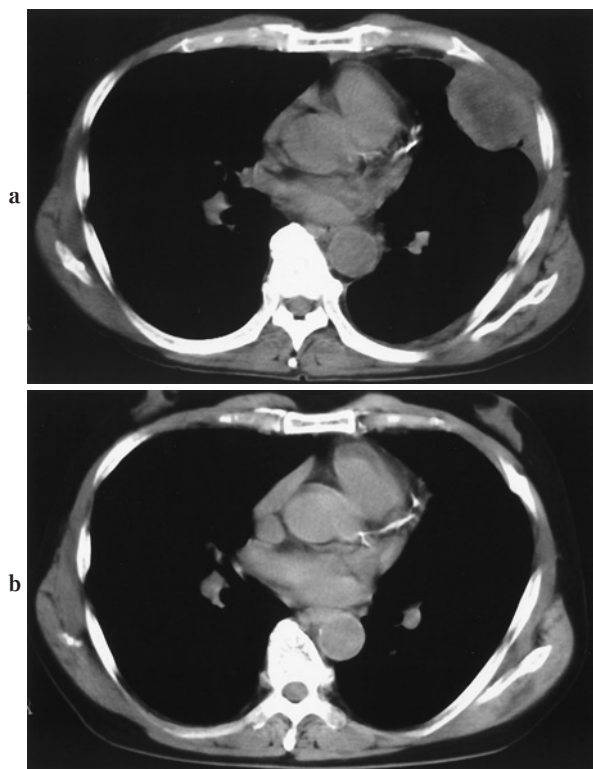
Chest CT scan of case no. 4 showed left pleural effusion and chest wall tumor before treatment (a), which disappeared after 4 courses of combination treatment (chemotherapy and biweekly topical IFN- β injection) (b).
